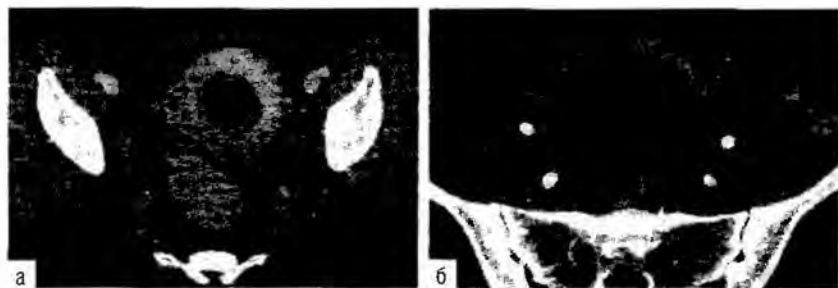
Мультисрезовая спиральная томограмма с контрастным усилением субмукозной миомы с признаками активного роста узла в полость матки на разных стадиях: а — узел небольшой величины; б — узел практически полностью заполняет просвет матки.
